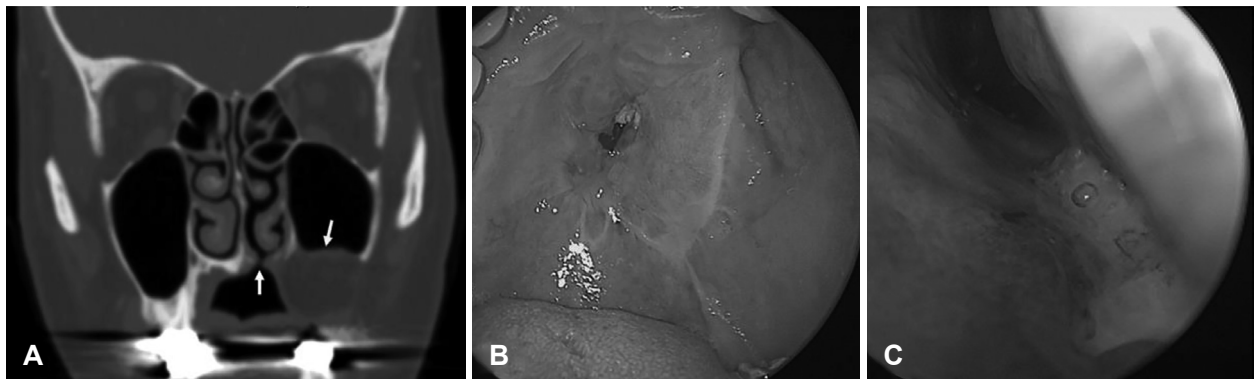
Clinical presentation of fistula. A: CT findings show about 2 mm-sized oronasal fistula in left nasal floor (downward arrow.). The fistula was found in the junction of medial margin of anterolateral thigh free flap (upward arrow) and hard palate mucosa. B: Preoperative findings of intraoral endoscopic view of oronasal fistula. C: Preoperative findings of intranasal endoscopic view of oronasal fistula. Necrotic debris caused by radiation are found in the fistula.
